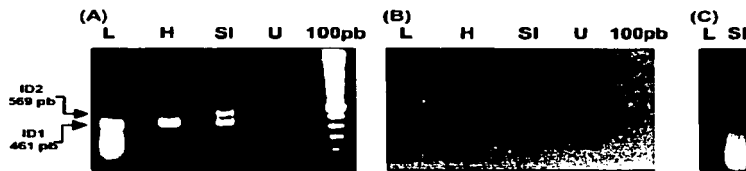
Southern-blot analysis of RT-PCR products showing ID1 and ID2 amplifications. (A) Agarose gel products amplified by RT-PCR with RAB5-RAB6 primers from mRNA of liver (L), heart (H), small intestine (SI), and uterus (U). (B) Southern-blot radiography employing the RAB4 probe. The small intestine expresses a variant of CETP mRNA represented by the ID2 amplification product. (C) Control assay for liver and small intestine performed without reverse transcriptase.
